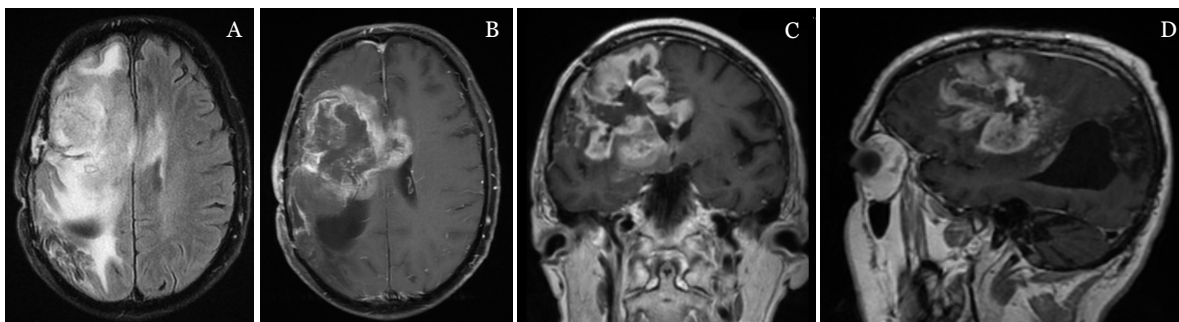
RM CE 10/03/2021 (A-D: FLAIR axial, T1 axial com gadolínio, MPR coronal, MPR sagital).
